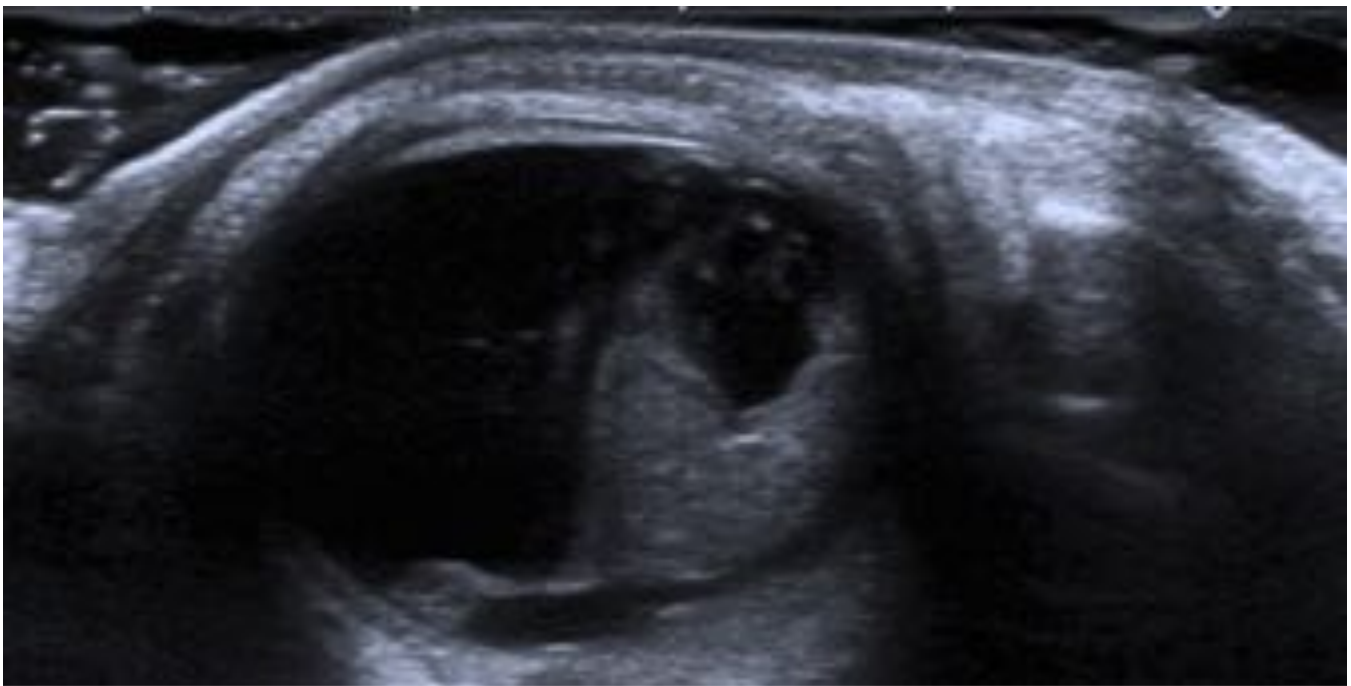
ESTALLIDO OCULAR. Ecografía ocular de la misma paciente, mediante sonda lineal, objetivándose los hallazgos visualizados en el TC: pérdida de esfericidad del ojo izquierdo con presencia de material ecogénico en cámara vítrea compatible con hemovítreo. No se aprecian hallazgos que sugieran desprendimiento de retina ni otras alteraciones valorables en el polo posterior.
